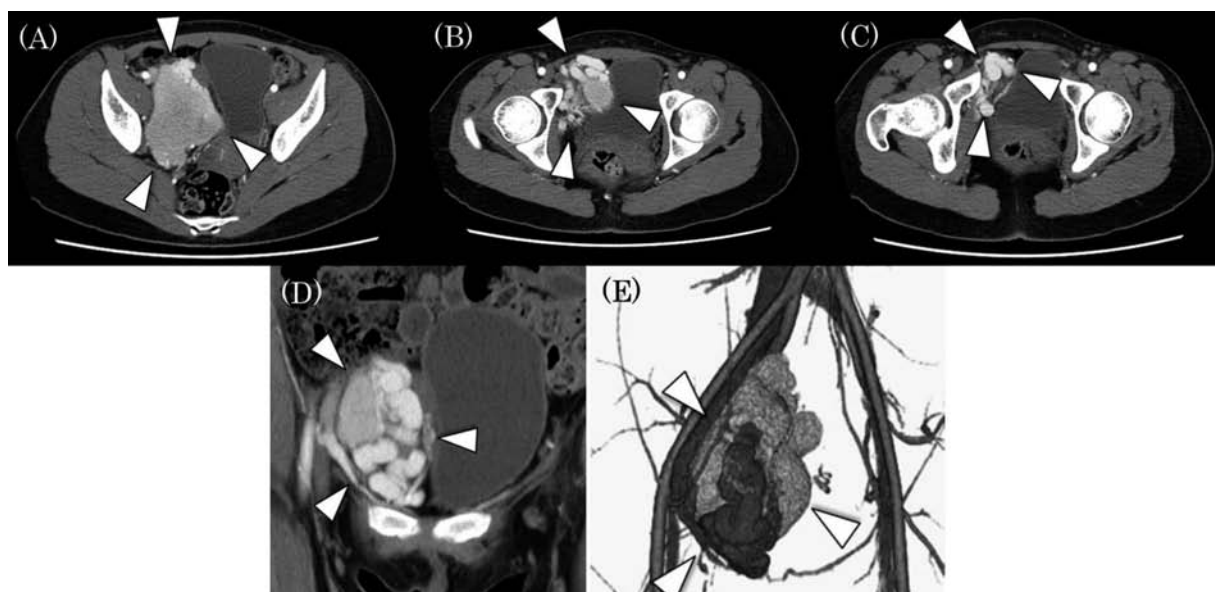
Abdominal contrast-enhanced CT scan shows well-defined, homogeneous tumor with a maximal diameter of 10 cm surrounded by developed blood vessels (arrow heads), and bladder and uterus were shifted to the left side. (A)-(C) Axial view. (D) Coronal view. (E) Three-D imaging.
